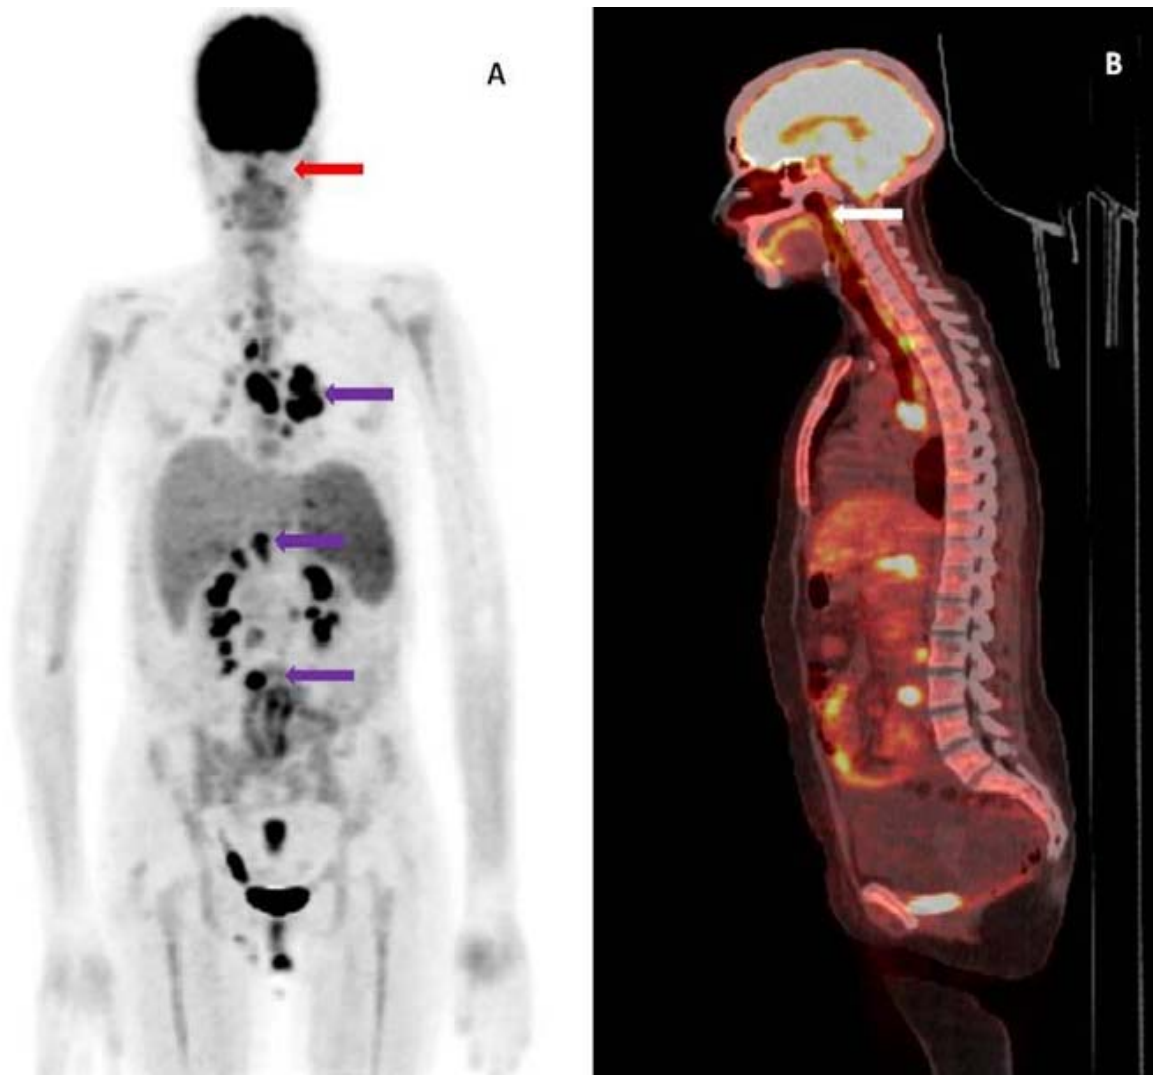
TEP au 18-FDG d'évaluation du traitement à l'issue de cinq cures et radiothérapie externe (MIP à gauche et coupe sagittale à droite) montrant la disparition du foyer d'hypermétabolisme précédemment décrits au niveau du processus tumoral du cavum, mais l'apparition de nouvelles atteintes ganglionnaires sus et sous diaphragmatiques.
